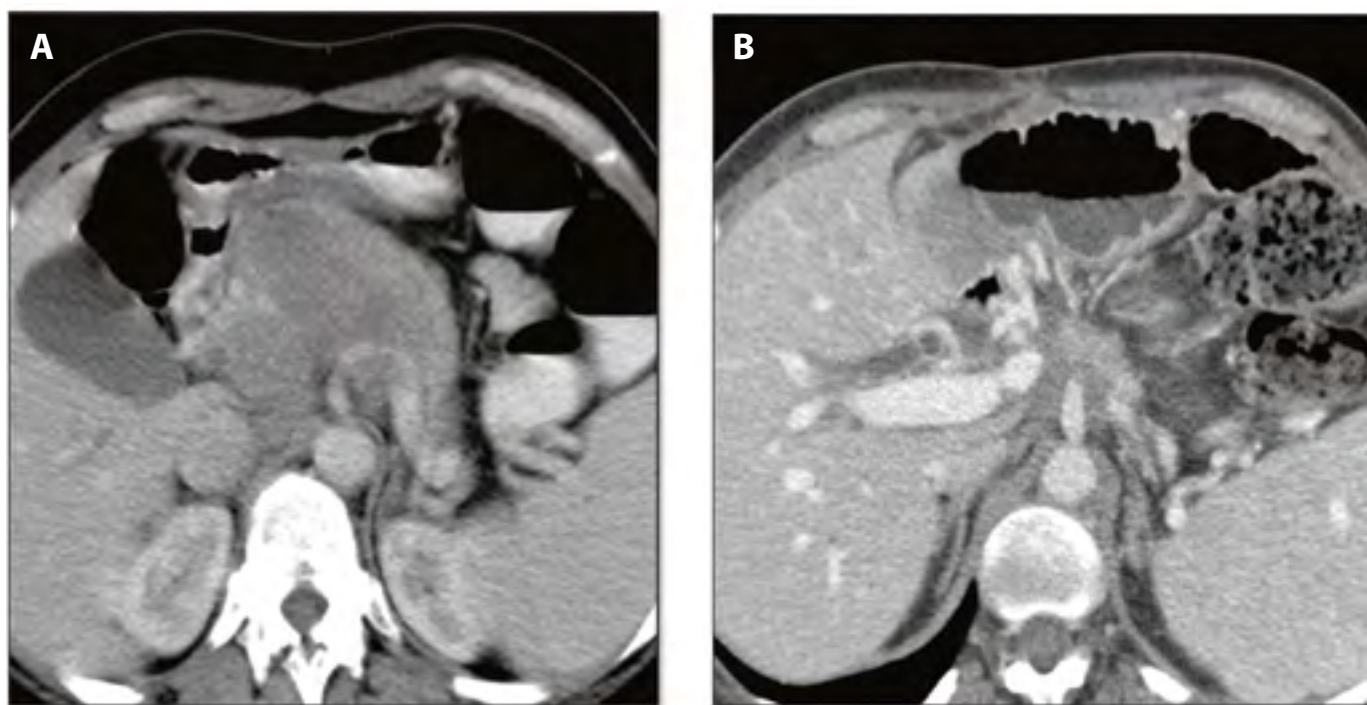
Abbildung A zeigt ein ausgedehntes Pankreaskarzinom in Kopf und Korpus mit deutlicher Umscheidung des Truncus coeliacus und der A. lienalis. Abbildung B zeigt eine CT-Kontrolle nach neoadjuvanter Therapie. Der Primärtumor hat wesentlich an Größe abgenommen, es verbleibt eine Tumormanschette um den Truncus coeliacus und die A. mesenterica superior – wobei hier in der CT-Untersuchung nicht sicher zwischen Resttumor und Fibrose unterschieden werden kann. Der Befund wurde als deutliches Ansprechen auf die neoadjuvante Therapie gewertet.
